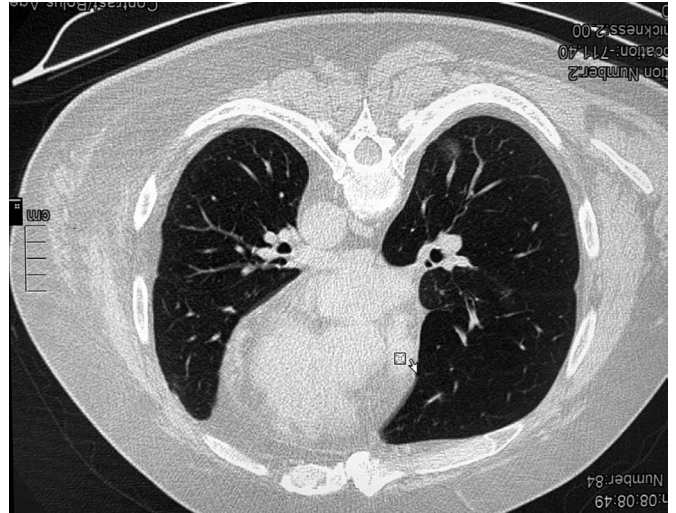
polmonite da Covid-19, TAC
